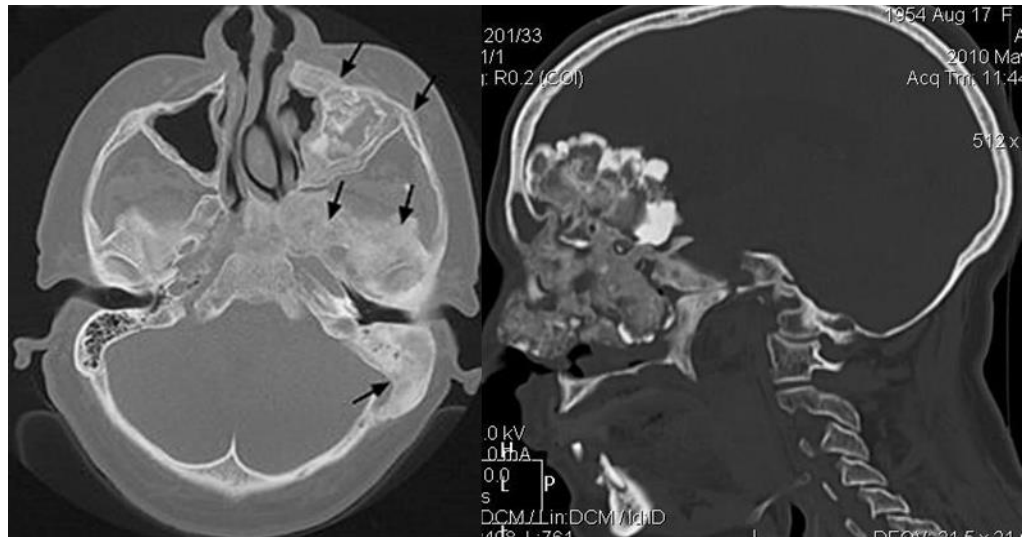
Внутрішньокісткова форма розповсюдженої моноосальної ФД (чи фіброзно-хрящова за класифікацією С.Т. Зацепіна). КТ у аксіальній і сагітальній площинах – визначається деформація кісток лицьового черепа за рахунок «глибоко перебудованої кісткової структури, при якій склеротичні зони переважають над прозорими зонами фіброзу» (цит. за С.А. Рейнберг, 1964).
